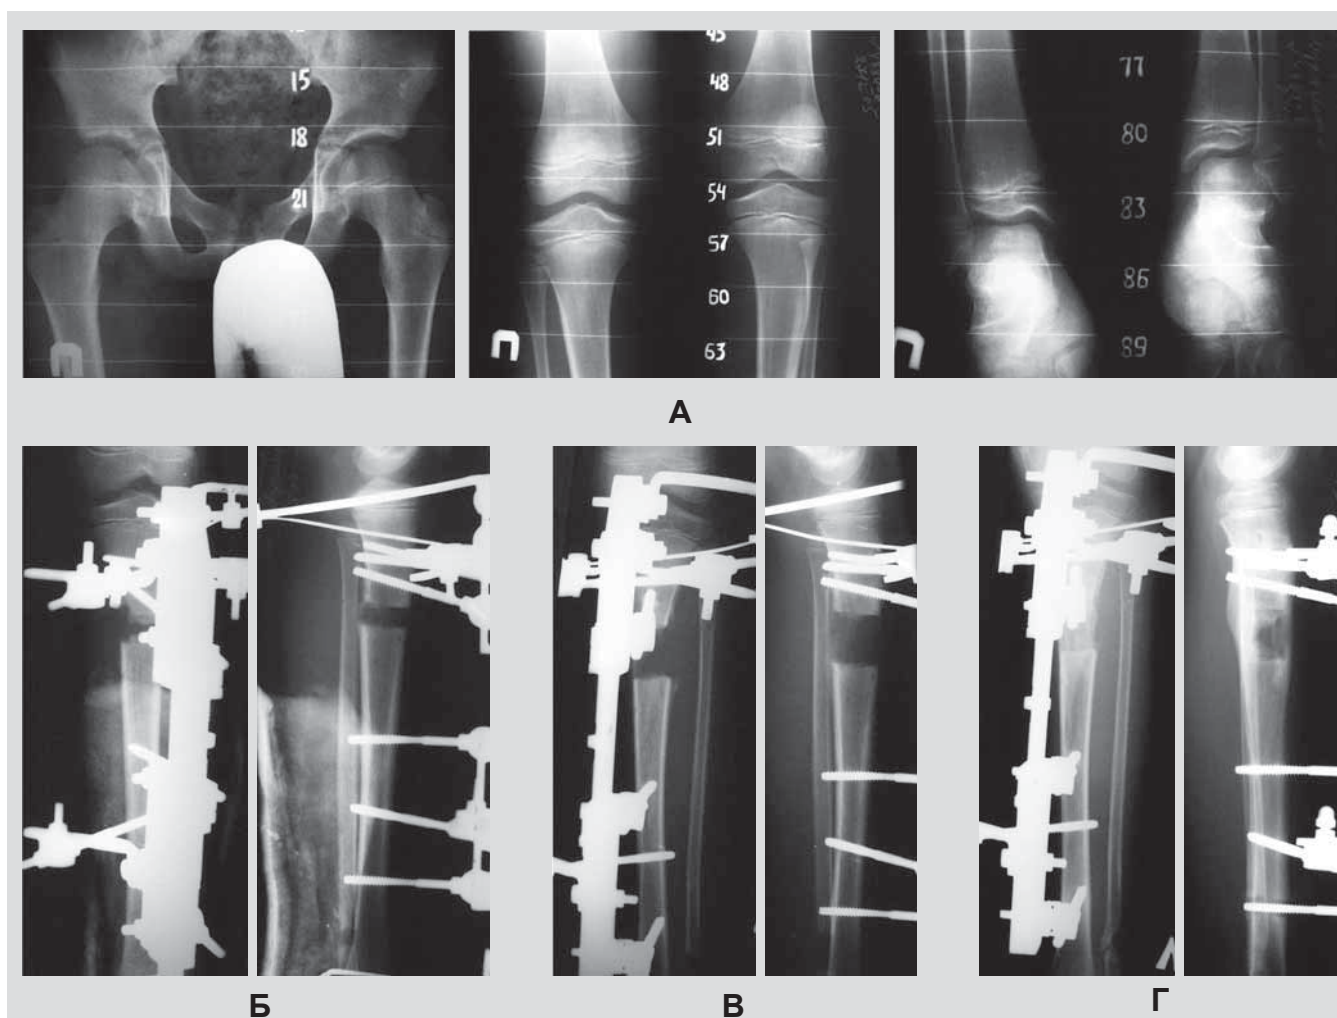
Рентгенограммы пациента Л. 8 лет с врожденным неравенством длины нижних конечностей (разница в длине 3 см) (контрольная группа): А – рентгенограммы нижних конечностей на сетке Кирдана перед операцией; Б – рентгенограммы (прямая и боковая проекции) левой голени: дистракционный регенерат через 3 нед. после операции; В – то же, 2 мес. после операции; Г – то же, через 5 мес. после операции
